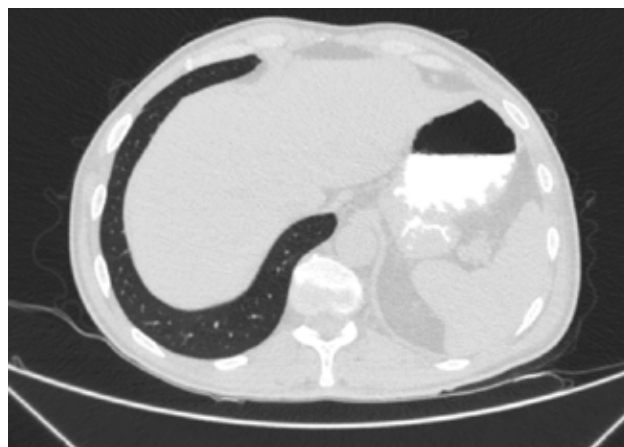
Отсутствие затеков контрастного вещества (компьютерная томограмма органов грудной клетки с контрастированием)
